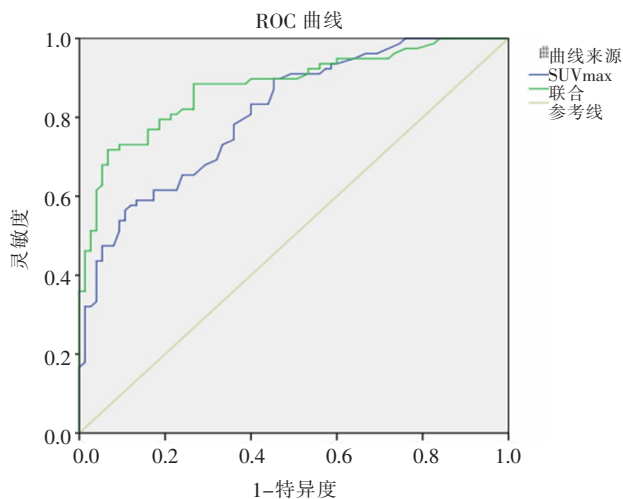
单独 SUVmax 预测及 SUVmax、CEA、CA125、隐血联合预测进展期结肠腺瘤发生的 ROC 曲线。
